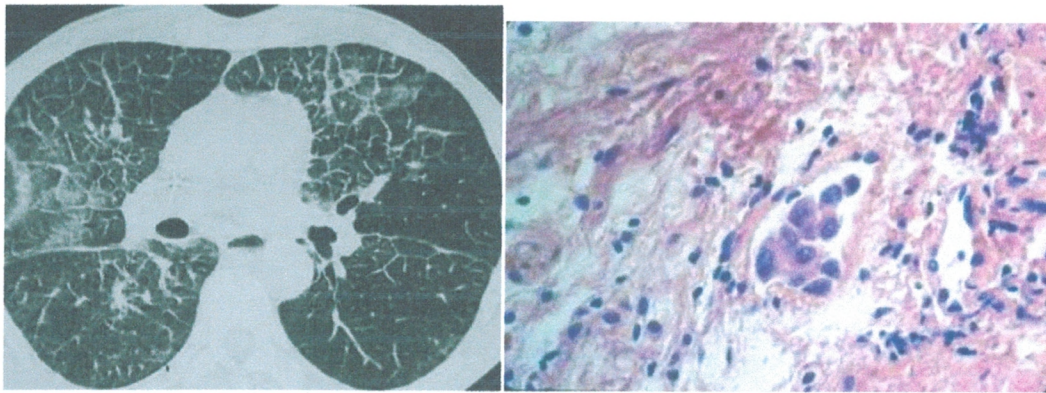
TDM thoracique : aspect d'une lymphangite carcinomateuse.
